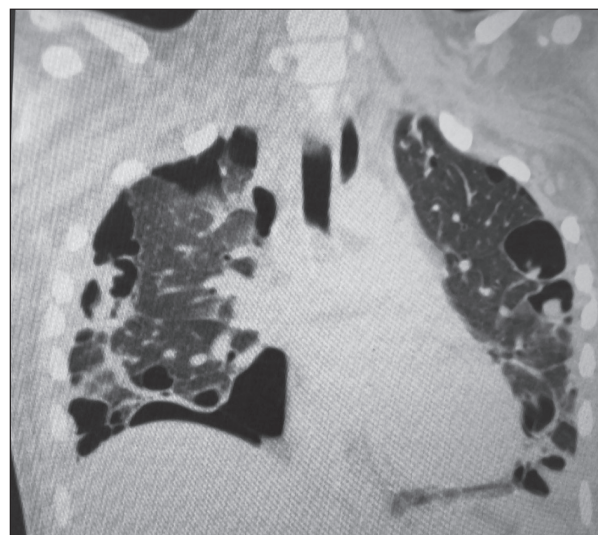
КТ-исследование № 2. Отмечается уменьшение количества полостей в легких, слияние части полостей между собой, увеличение количества воздуха в правой плевральной полости
